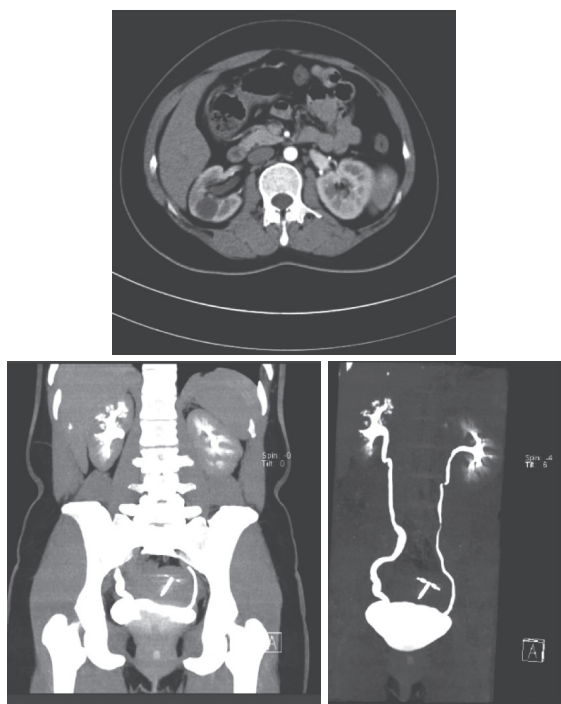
输尿管结核CT提示右肾盂轻度积水、右侧输尿管下段迂曲、增宽,最宽处约10 mm、右肾囊肿
